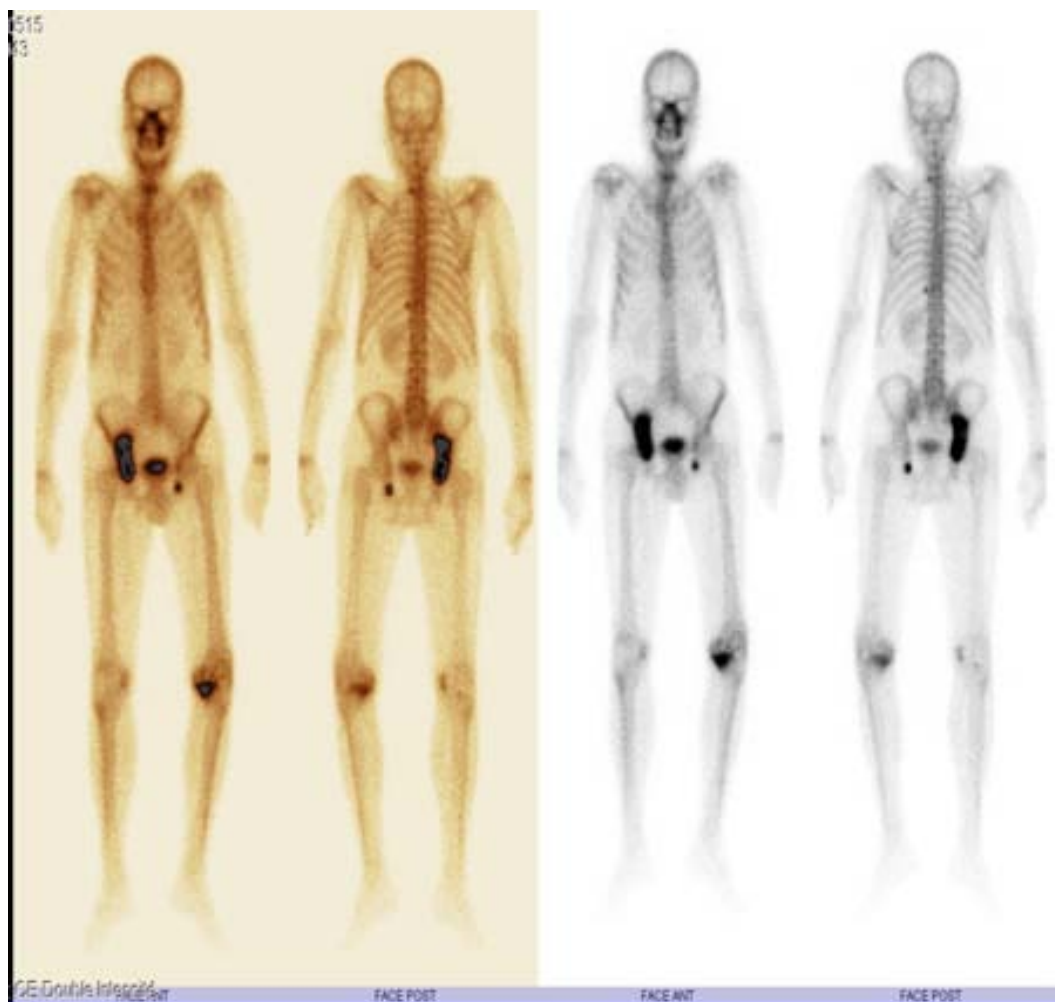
image scintigraphique montrant des foyers d'hyperfixation secondaires siégeant au niveau de la branche iléo-pubienne droite prenant la cotyle et allant jusqu'à la branche ischio-pubienne droite, branche ischio-pubienne, branche ischio-pubienne gauche ainsi qu'en regard de l'arc postérieur de la 10ème cote et le genou gauche.
